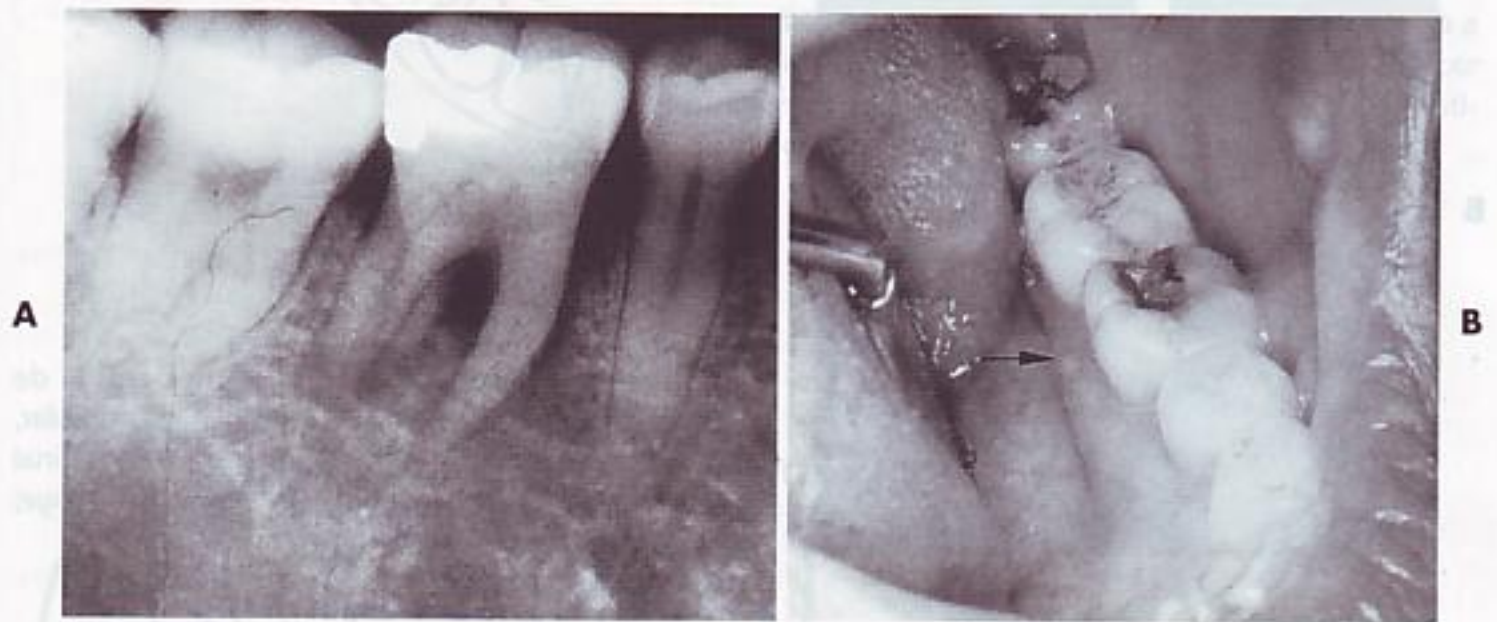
Radiografía que muestra una radiolucidez producida por el páulis que aparece en B. B, fractura de la cúspide distolingual producida por la estructura del diente socavada junto con una restauración con amalgama. (De Ash MM, Ramjford S: *Oclusion*, ed 4, Philadelphia, 1995, WB Saunders Company.)
